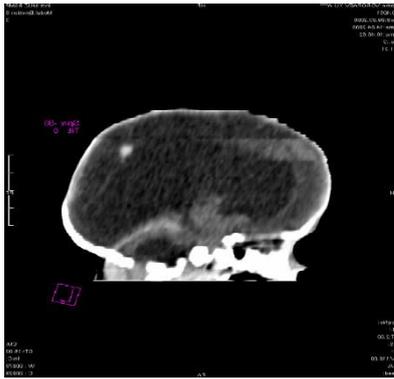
КТ головного мозга ребенка 1 месяца в сагиттальной проекции с сообщающейся формой гидроцефалии
